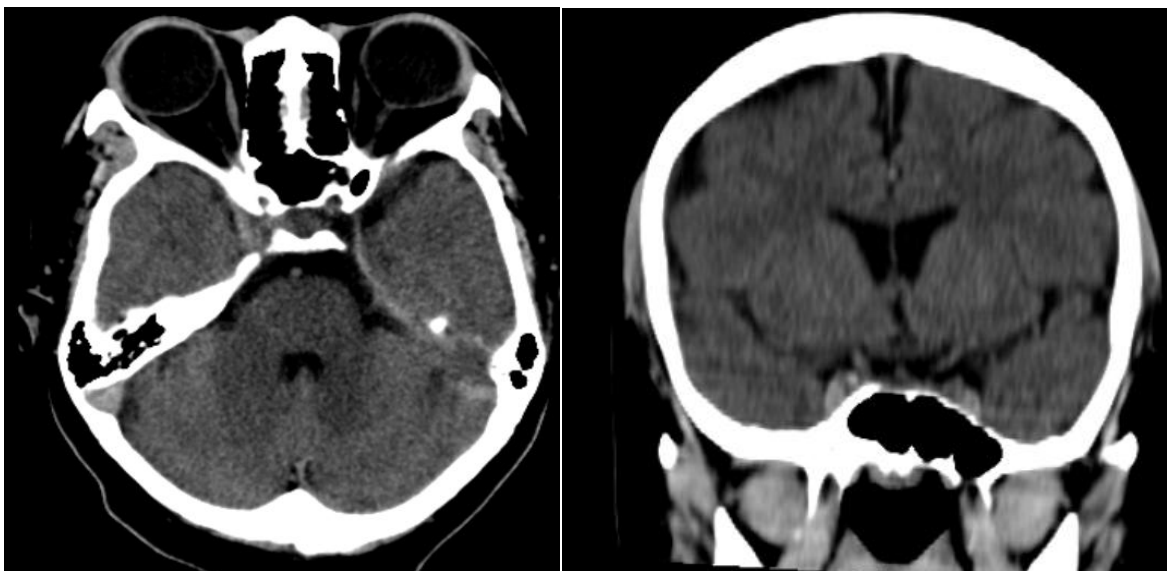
Tomografía axial computarizada. A la izquierda, corte axial y a la derecha, corte coronal del cerebro, donde se observa atrofia cortical del hemisferio izquierdo.
